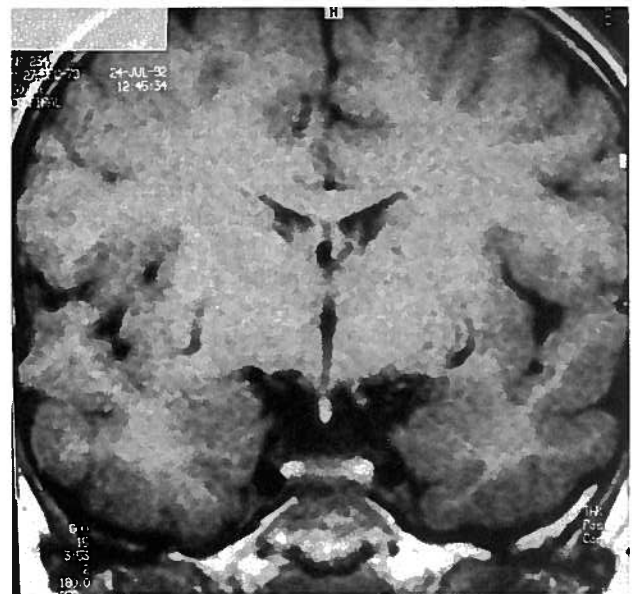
Estudo imagiológico (RMN) de um doente de 13 anos com DGHI. Neste caso a haste pituitária está interrompida a aproximadamente meia altura e na sua extremidade inferior nota-se uma imagem hiperintensa correspondente à neurohipófise.
